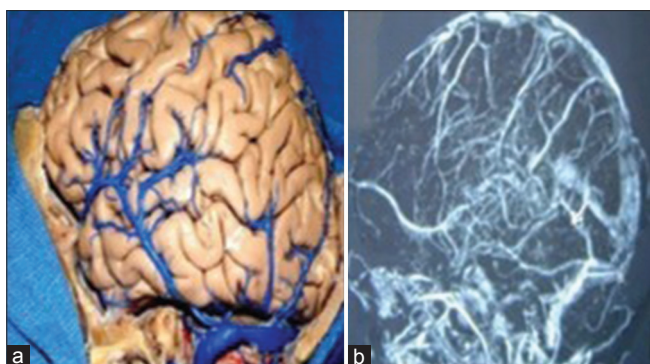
El estudio de la posición del drenaje de la vena anastomótica inferior (Labbé) se realiza para evaluar cuando se pretende realizar el abordaje petroso posterior. La vena de Labbé comúnmente drena en la unión de los senos transversos y sigmoideo (flecha). Pieza anatómica (a). Resonancia venosa (b). Figura 12. La apertura del tentorio durante la petrosectomía posterior irá ofreciendo un amplio corredor quirúrgico para la fosa media y posterior.
